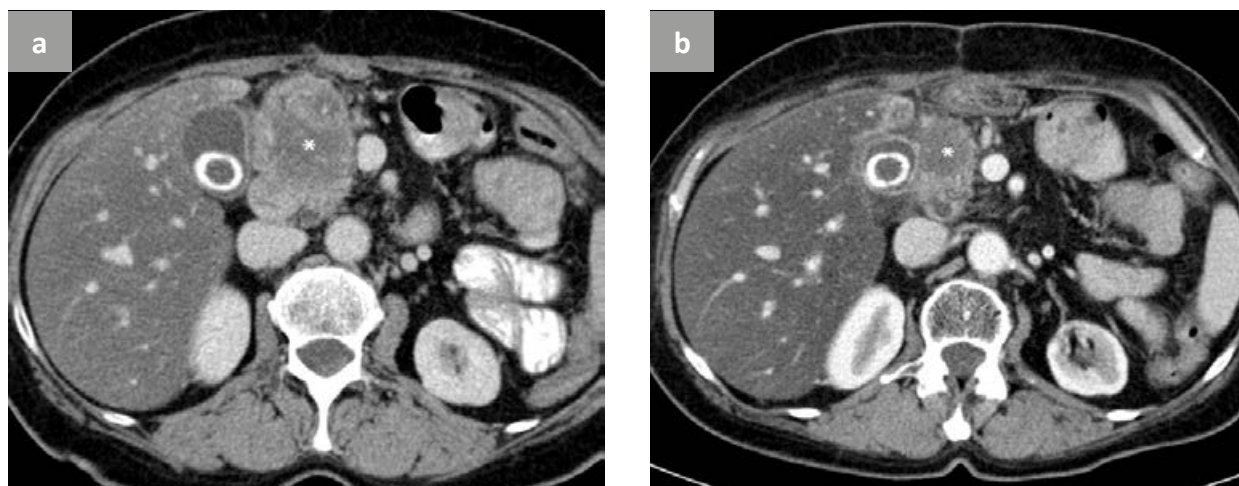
КТ-симптомы регрессии рецидивной опухоли:
